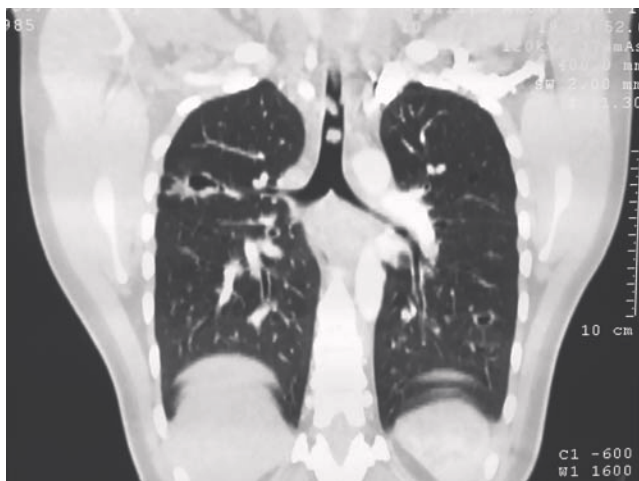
Пациентка Х., 25 лет. КТ, папилломы в трахее, полициклические образование с полостями распада в обоих легких.
